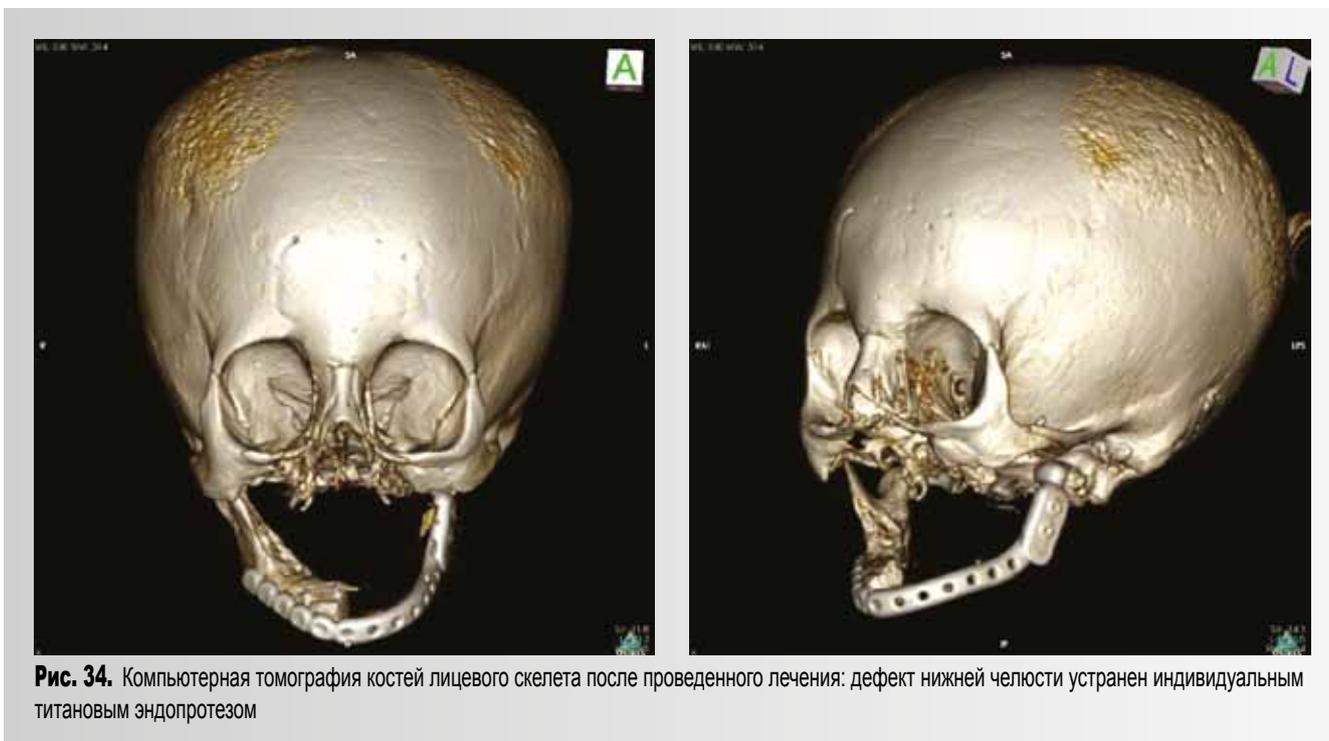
Компьютерная томография костей лицевого скелета после проведенного лечения: дефект нижней челюсти устранен индивидуальным титановым эндопротезом
